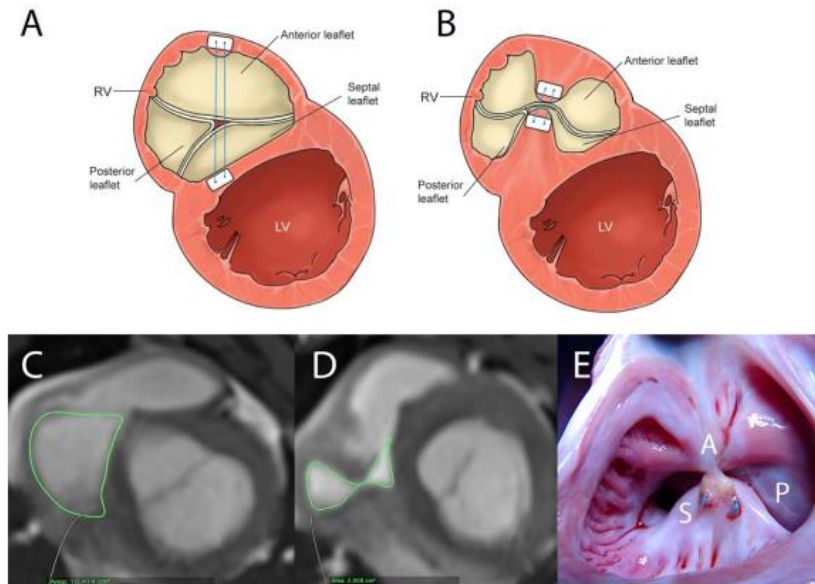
PASTA overview, viewed from the ventricles. (A) A dilated tricuspid valve annulus, and (B) a double orifice valve created by PASTA pledgeted sutures between the postero-septal and mid-anterior annulus. MRI images before (C) and after (D) PASTA demonstrating reduced annular dimension from 10.4 cm² to 2.9 cm². (E) Necropsy 30 days after PASTA, viewed from the atrium. S = septum; A = anterior annulus; P = posterior leaflet
